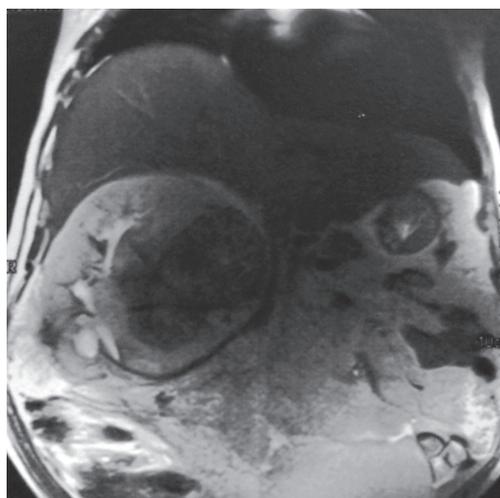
Ressonância magnética de abdome.
